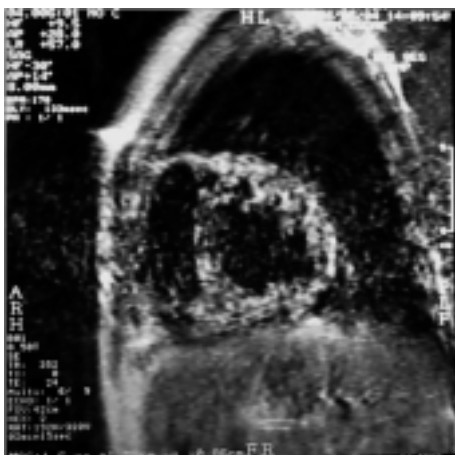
Risonanza magnetica: in questa figura possiamo valutare l'aspetto della non compattazione in risonanza magnetica. Tale acquisizione è stata ottenuta mediante scansione in gradient-echo, ed appare del tutto sovrapponibile con quella ecocardiografica.
